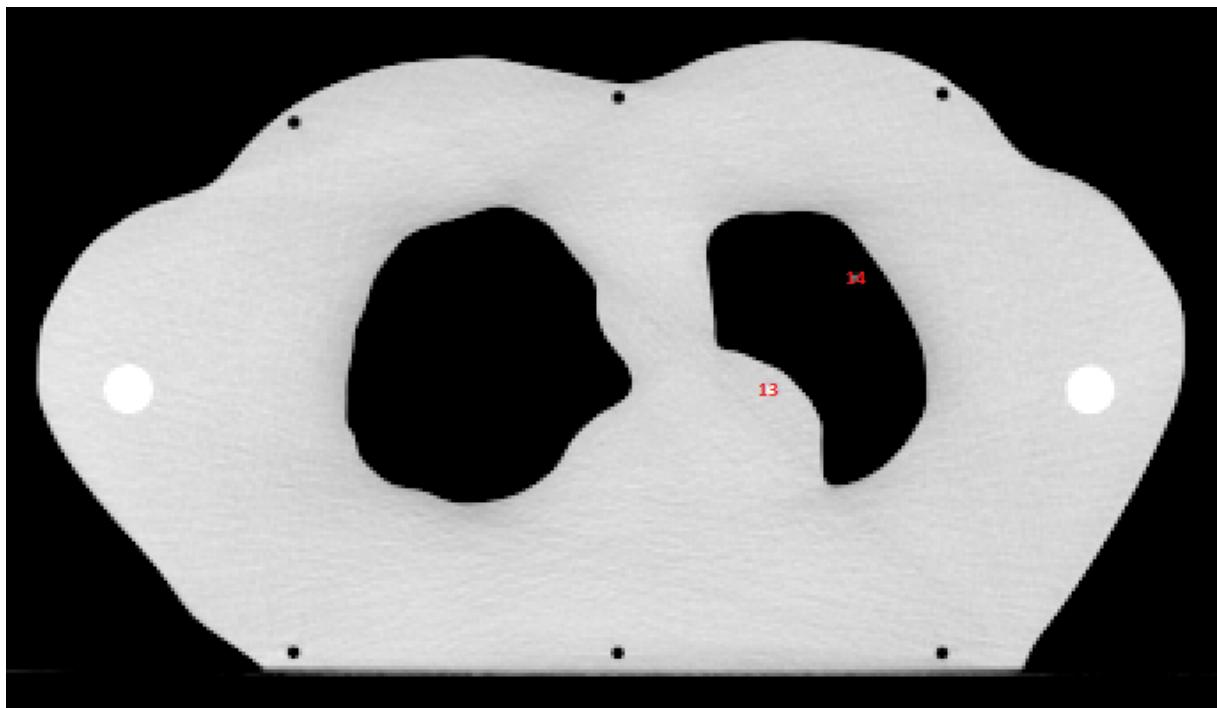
Dosimeterposisjoner CT-snitt 4 i lungefantomet.
